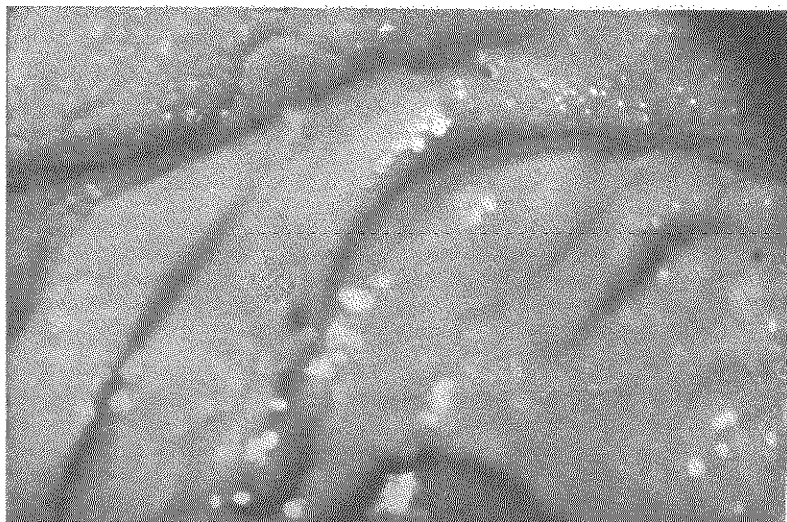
ASPECTO MACROSCÓPICO DE LOS PLIEGUES DE LA BASE DE LA LENGUA.
